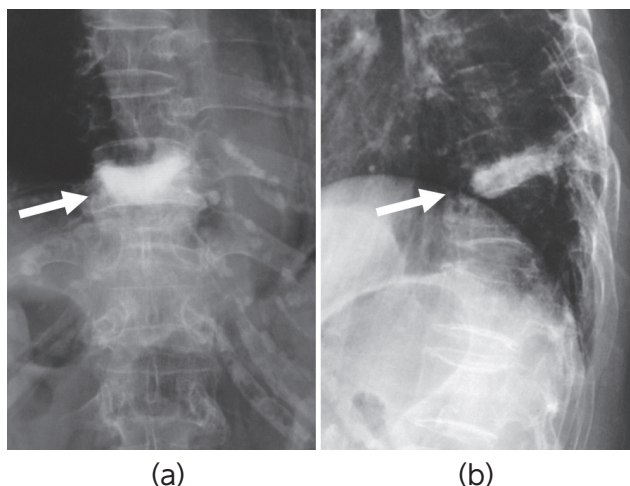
再手術後4ヵ月時点の単純X線 (a) 正面像, (b) 側面像。第10胸椎椎体再骨折に対してCPPを用いた椎体形成術を施行して椎体再骨折部は安定している。
